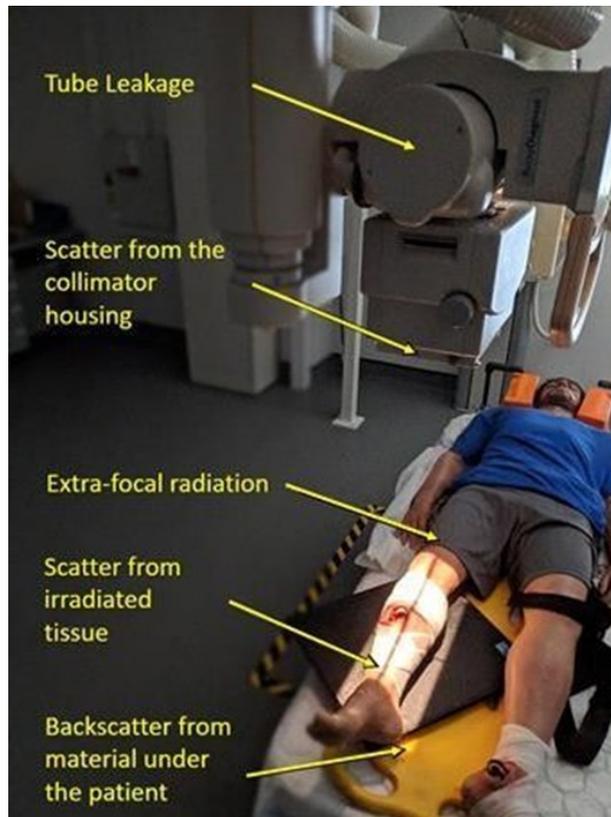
Fonti secondarie di radiazione presenti durante una radiografia di una gamba. ⁶
